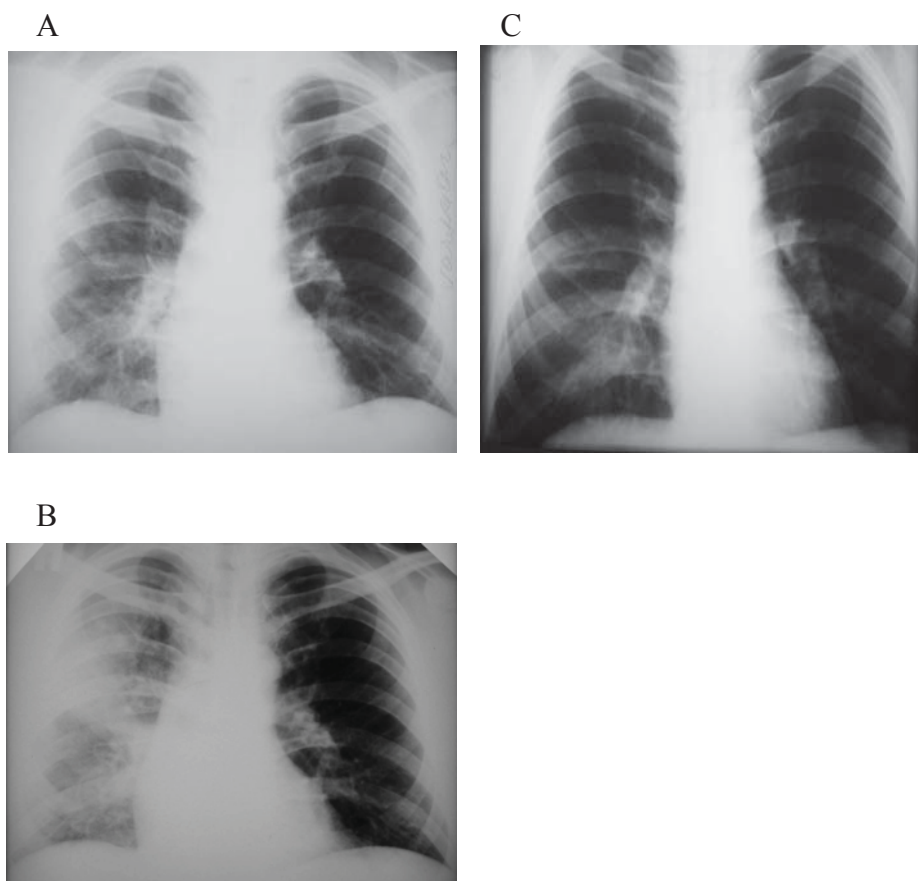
Radiografia toracică în incidența PA
